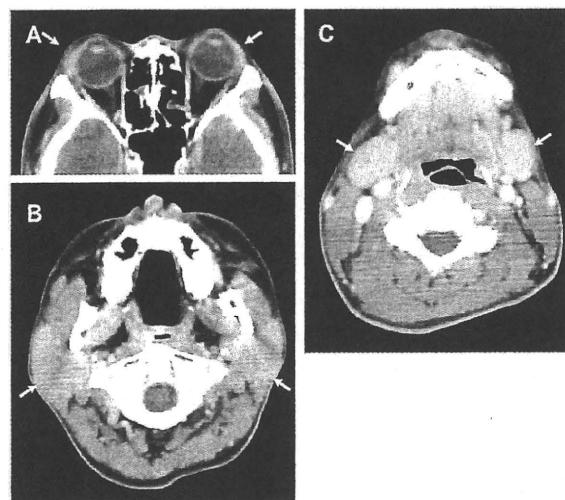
図2の症例3の、A) 頭部CT、B) およびC) 頸部CT。涙腺、耳下腺および頸下腺の腫大が認められる(矢印)。
